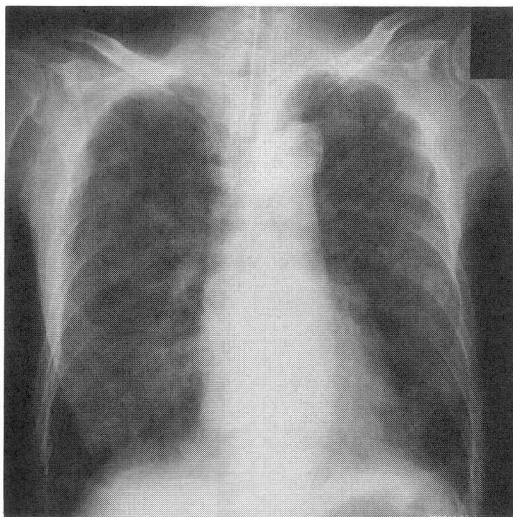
Plain chest x-ray film on the 5th day.
